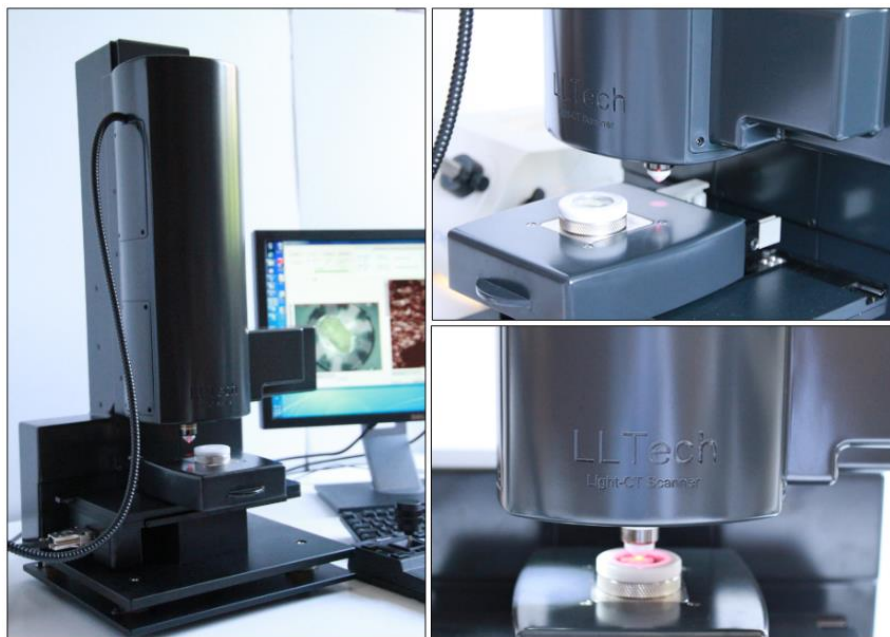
photos du dispositif final – Light-CT scanner –LLTech
